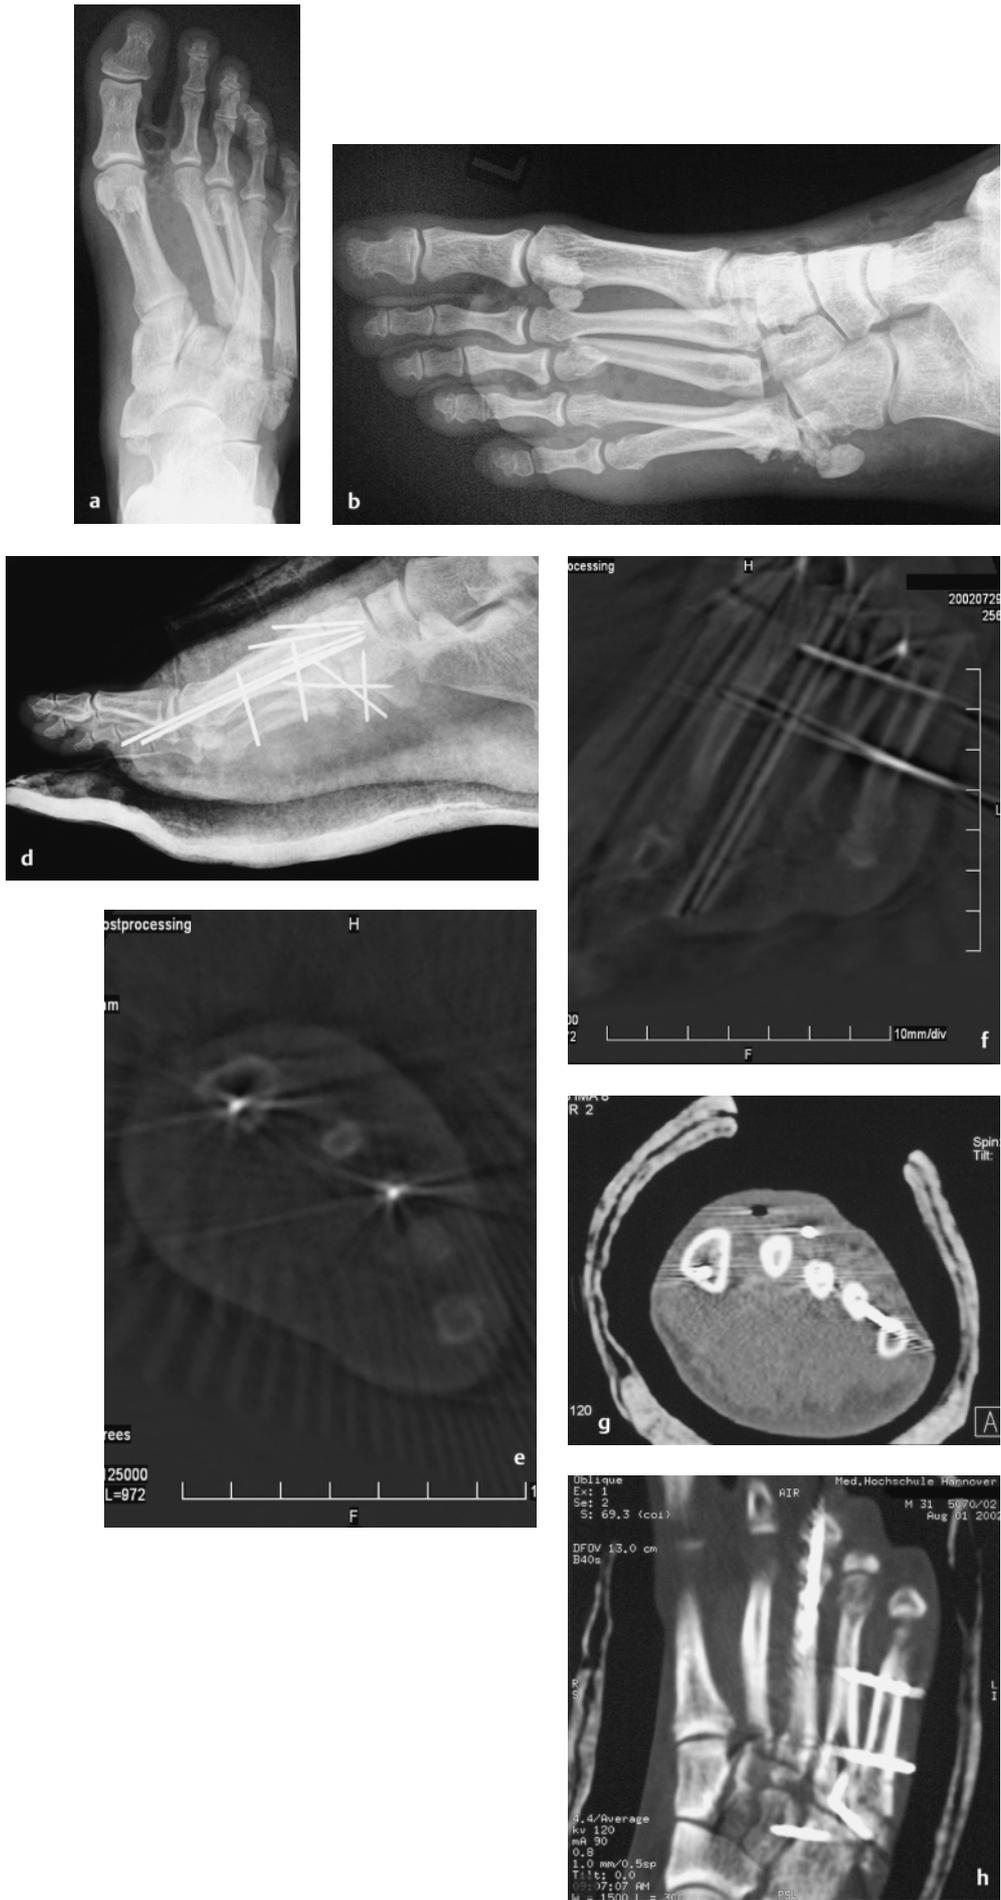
Homolaterale laterale Lisfranc-Luxationsfraktur 1.–5. Strahl, Metatarsale-3-Halsfraktur. Offene Reposition und interne K-Draht-Fixation mit temporärer Transfixation des Lisfranc-Gelenks und Transfixation Metatarsale 5 auf Metatarsale 4 und 3. Intraoperative Evaluation der Reposition und internen Fixation mit dreidimensionaler Bildgebung (ISO-C-3 D, Siemens AG). a, b Präoperative Röntgenaufnahmen; c, d postoperative Röntgenaufnahmen; e, f intraoperative dreidimensionale Bildgebung mit ISO-C-3 D; g, h postoperatives CT.
